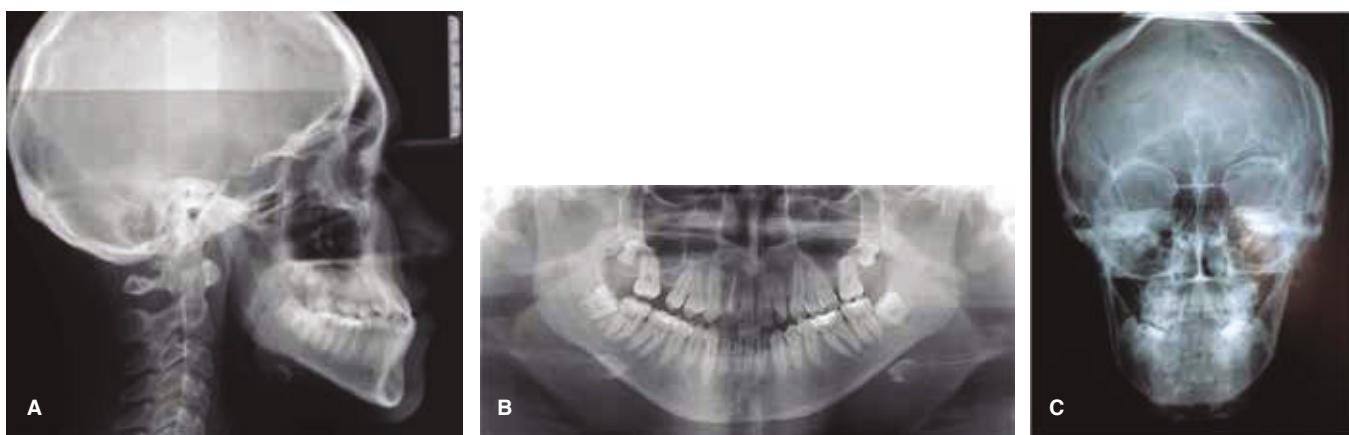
Radiografías iniciales: A. Lateral de cráneo, B. Panorámica y C. Posteroanterior.
